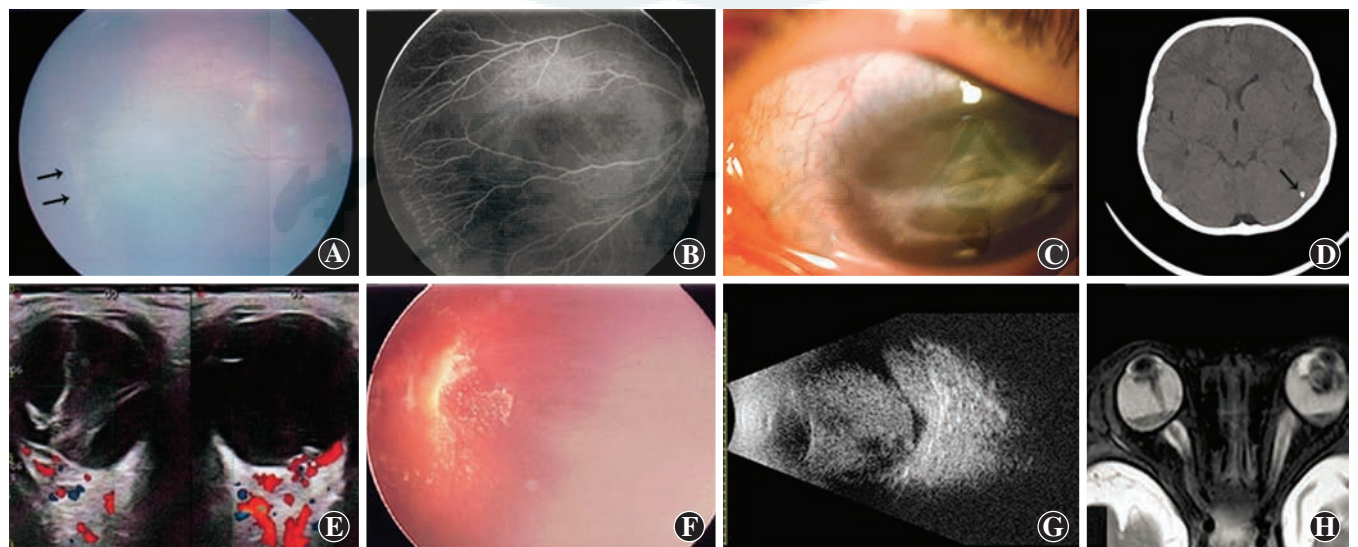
携带 NDP 基因突变患者的眼部表现 A: 患儿 015300 (p. S73P) 右眼眼底照相隐见颞侧周边视网膜海岸线样改变(箭头) B: 与图 A 相同位置的荧光素眼底血管造影可见颞侧视网膜血管分支增多及周边无血管区 C: 患儿 026062 (p. M1?) 左眼角膜白斑 D: 图 C 患儿颅脑 CT 显示左侧颞枕叶交界处钙化灶(箭头) E: 患儿 015250 (p. C128W) 眼部 B 型超声显示双眼玻璃体混浊、机化及视网膜脱离 F: 图 E 患儿左眼眼底照相可见视网膜漏斗样脱离伴黄白色渗出, 未见正常血管结构 G: 患儿 015320 (p. C65F) 眼部 B 型超声显示左眼玻璃体内团状异常回声伴视网膜脱离 H: 图 G 患儿眼眶 MRI 显示双眼晶状体位置形态异常, 右眼条索样信号连接视盘及晶状体后方, 左眼晶状体后团状信号影, 双眼视网膜脱离
